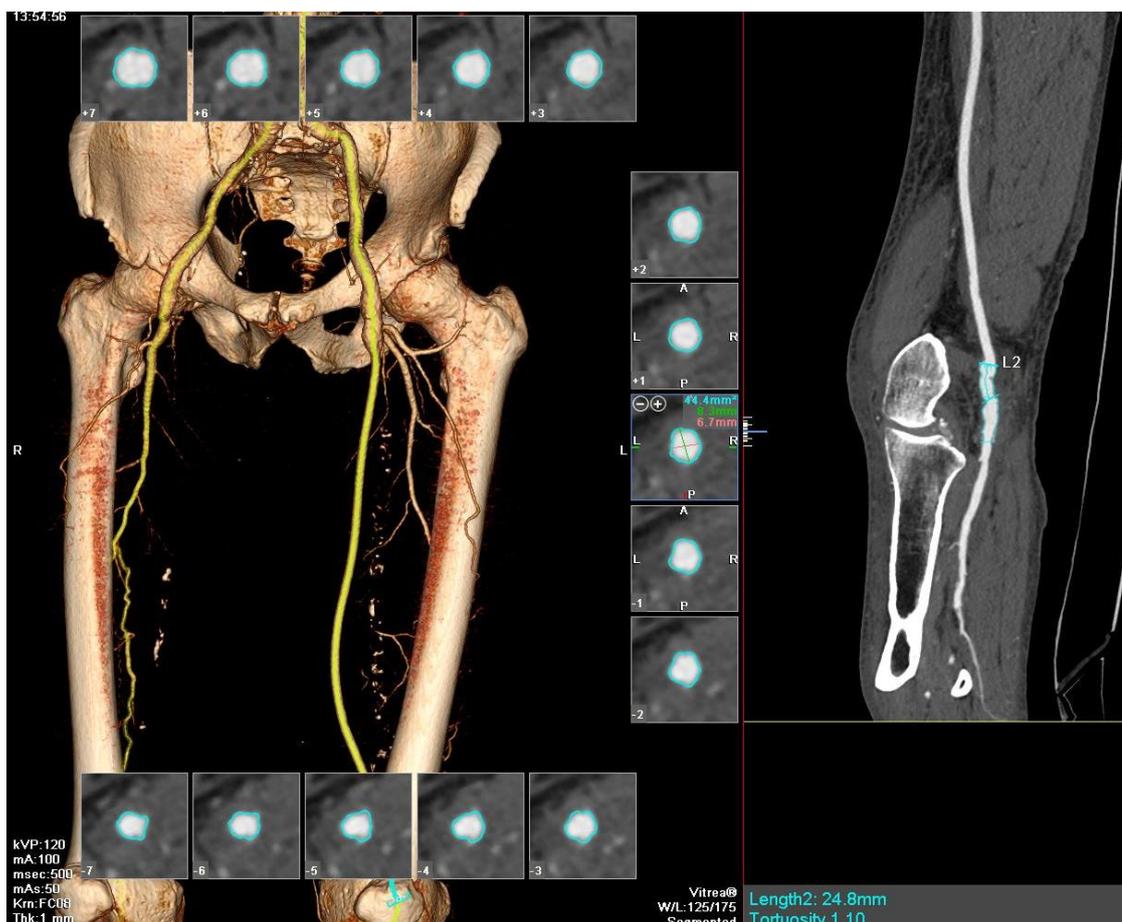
КТ-артериография через 6 месяцев после выполненного вмешательства.
